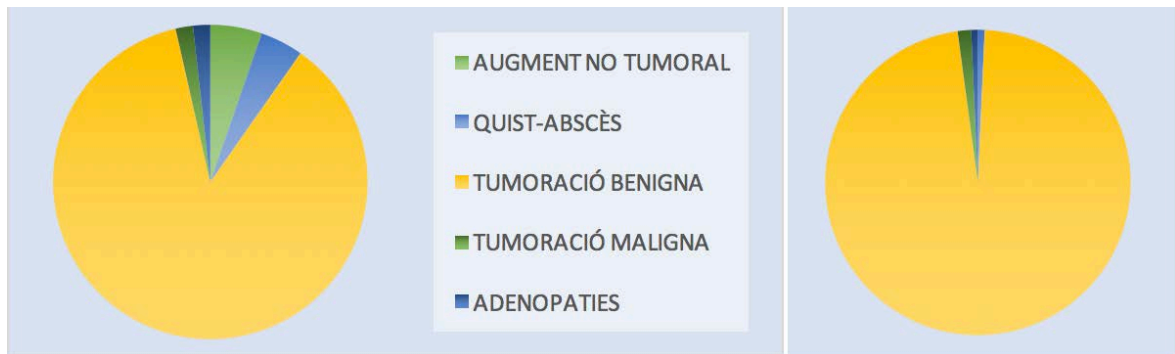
Figura (Res) 12. a) Resultats en TC realitzades. b) Resultats en RM realitzades.
